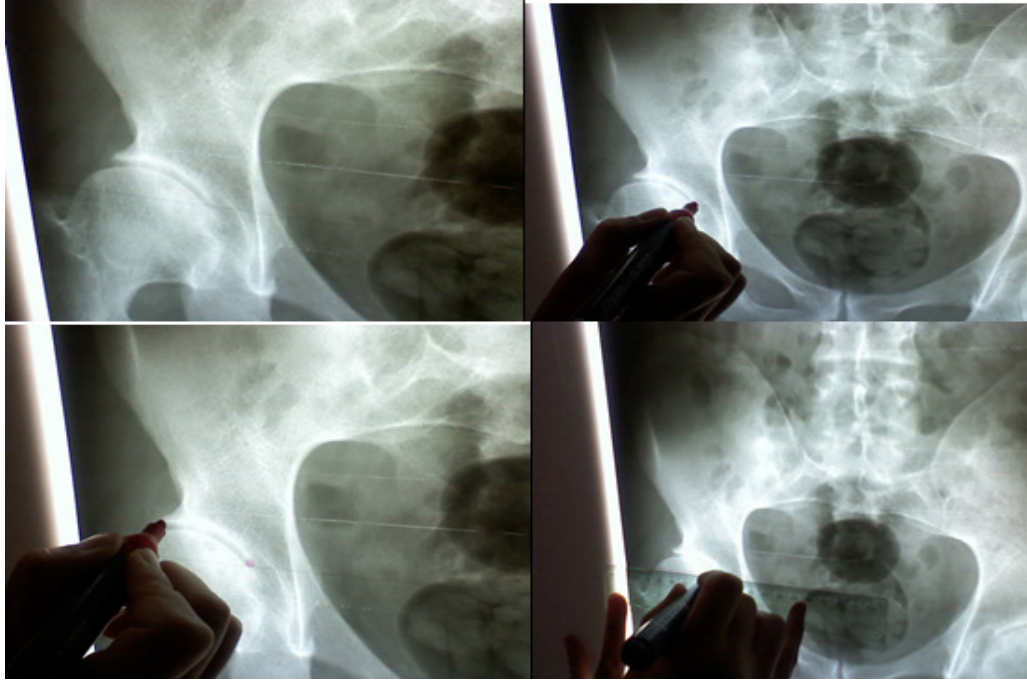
Erişkin Pelvis radyografisi
